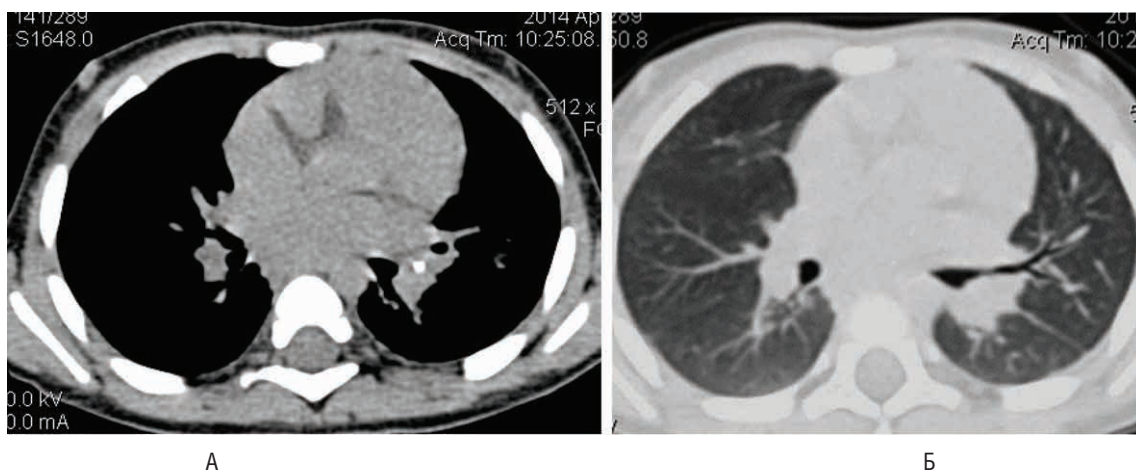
МСКТ пациентки М. через 12 мес. противотуберкулезной терапии:
